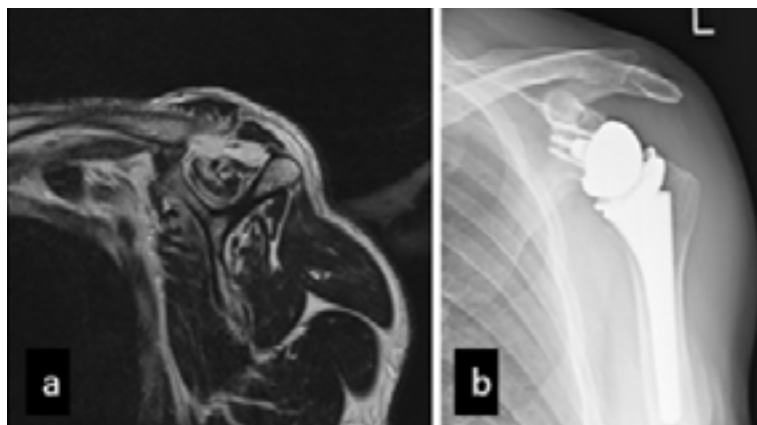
(a) Sagittale Ansicht der MRT-Aufnahme mit bestehenden Anzeichen von Muskelatrophie und fettiger Infiltration bei Ruptur der posterosuperioren RM. (b): Primär durchgeführte inverse Schulter-TEP
